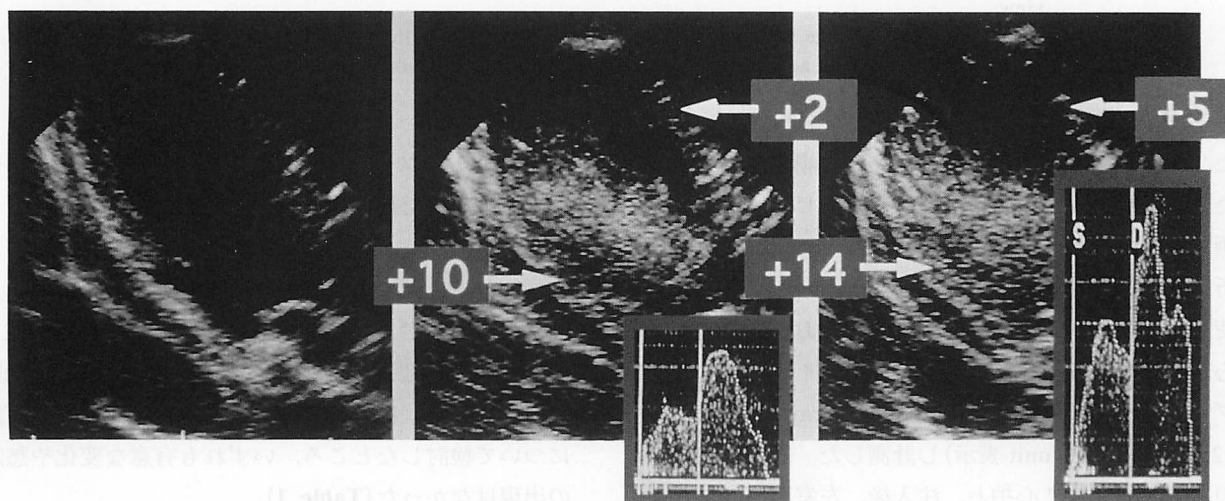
Contrast echocardiograms in a patient with effort angina
